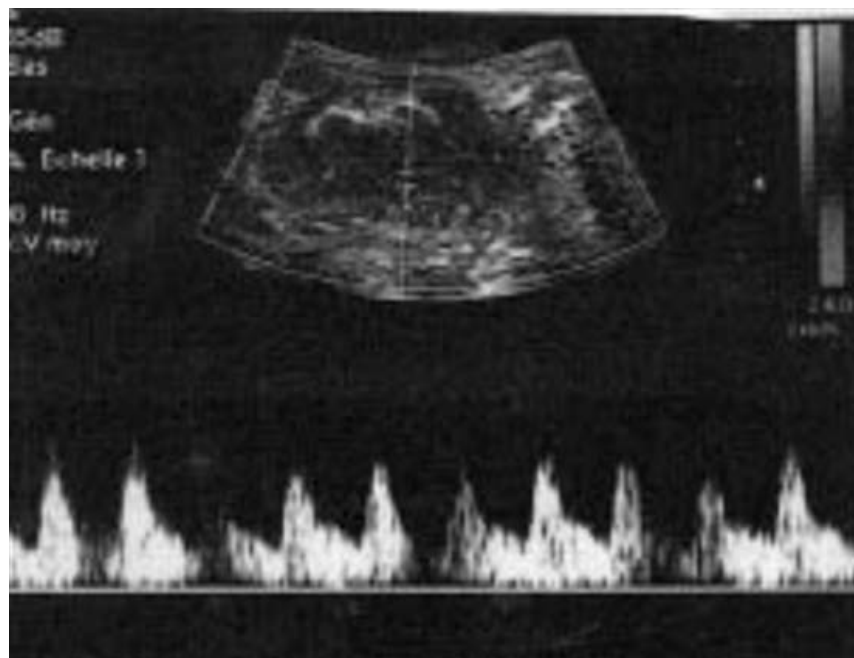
Écho-Doppler. Masse hypervascularisée. [5]
